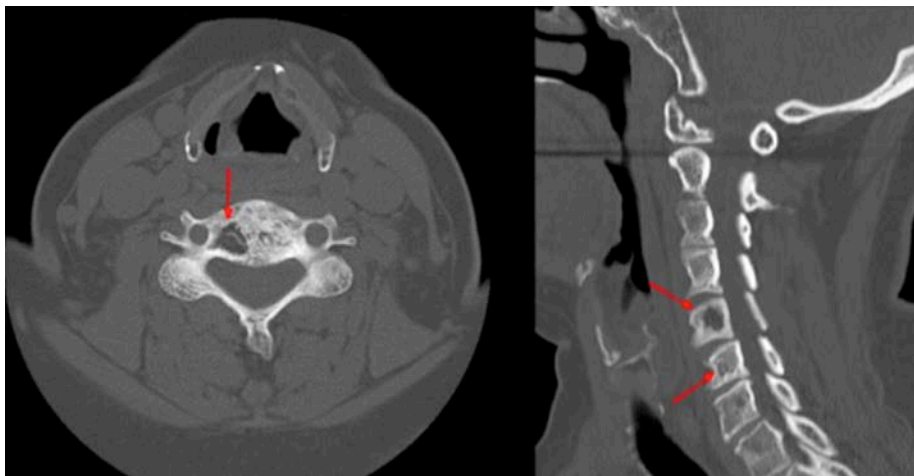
TC simple cervical (corte axial y sagital): se aprecian los hallazgos radiológicos característicos, con áreas líticas y escleróticas en los cuerpos vertebrales C5 y C6.
